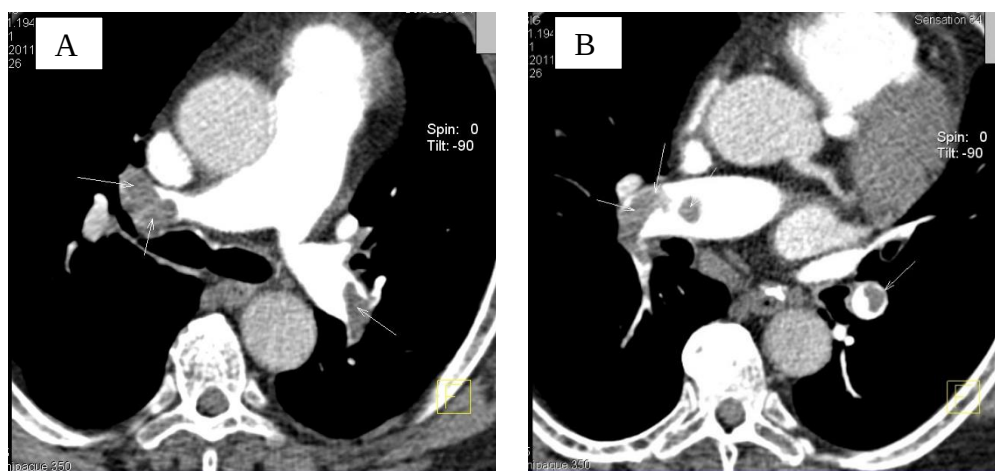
Imagini captate în timpul TC-angiografiei pulmonare, ce confirmă TEAP
